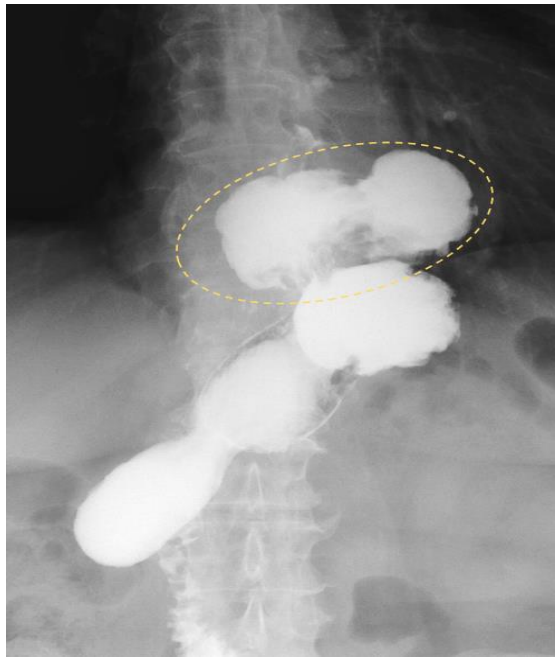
Рентгенологічне дослідження. Грижа СОД, тип III. СШЗ та проксимальна частина шлунка знаходяться у середостінні (окреслено овалом).
